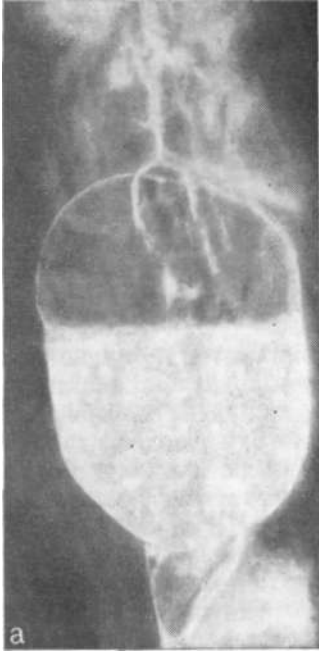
Рентгенограмма. Крупный пограничный дивертикул с узкой шейкой и дивертикулит.
